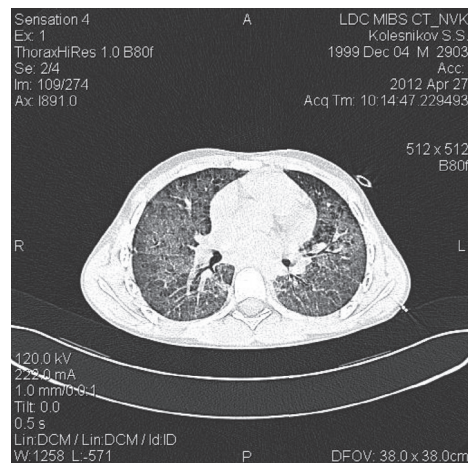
СКТ органов грудной клетки ребенка К.: двусторонние гомогенные затемнения по типу «матового стекла».
